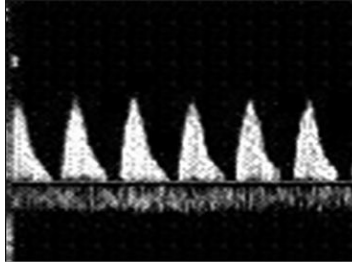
Doppler de arteria cerebral media (patrón normal)
